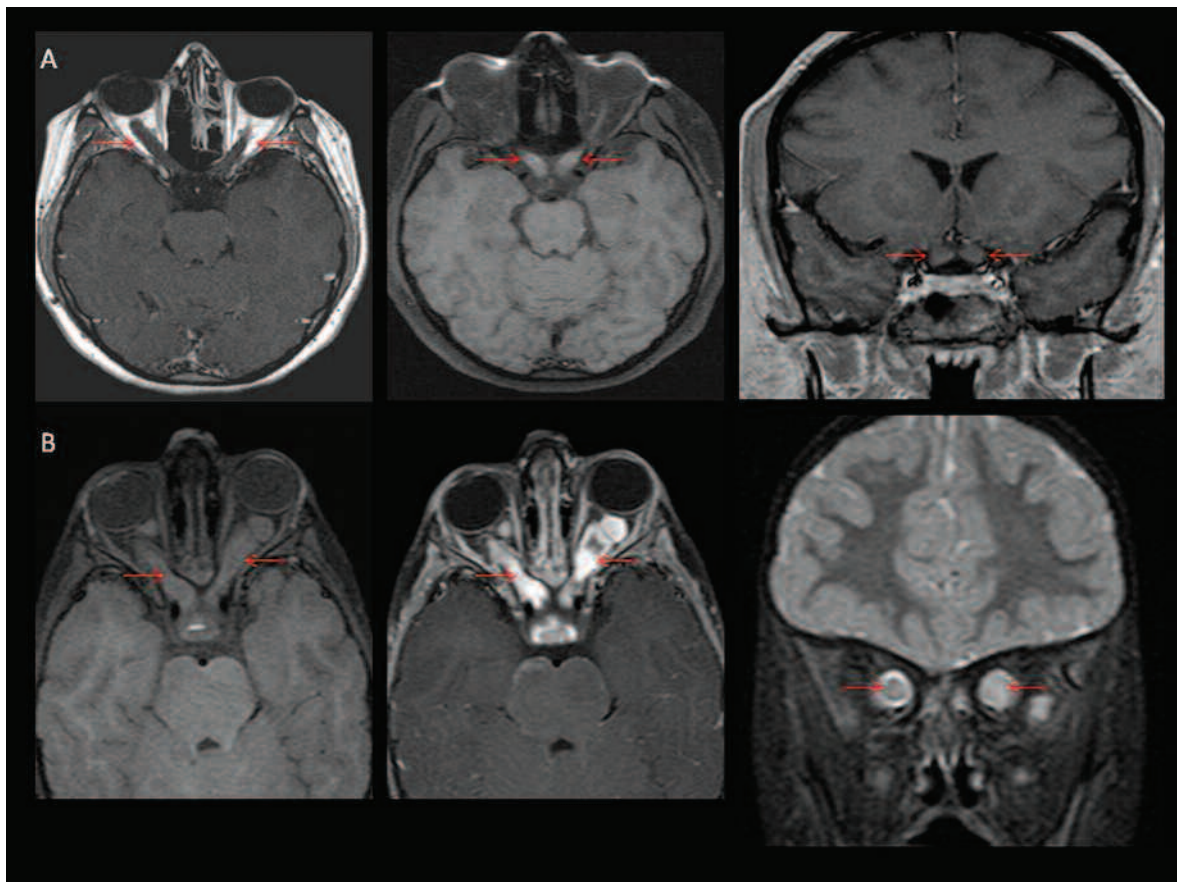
(a) Paciente femenino de 22 años que consulta por alteraciones visuales. RM: engrosamiento del quiasma y ambos nervios ópticos con discreto refuerzo y señal hipointensa en T2. Compatible con glioma óptico bilateral (Neurofibromatosis tipo 1). (b) Paciente masculino de 5 años que consulta por alteraciones visuales. RM: engrosamiento y tortuosidad del quiasma y ambos nervios ópticos con intenso refuerzo posgadolinio. Compatible con glioma óptico bilateral con progresión histológica (Neurofibromatosis tipo 1).
